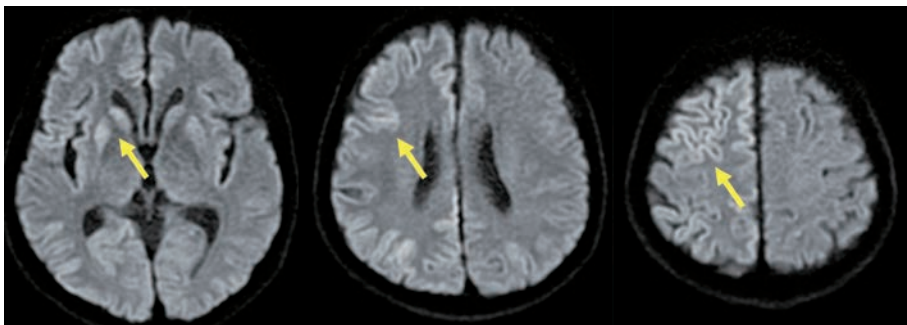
頭部単純MRI拡散強調画像(第6病日)右線条体，右大脳皮質に高信号を認める(矢印)。
